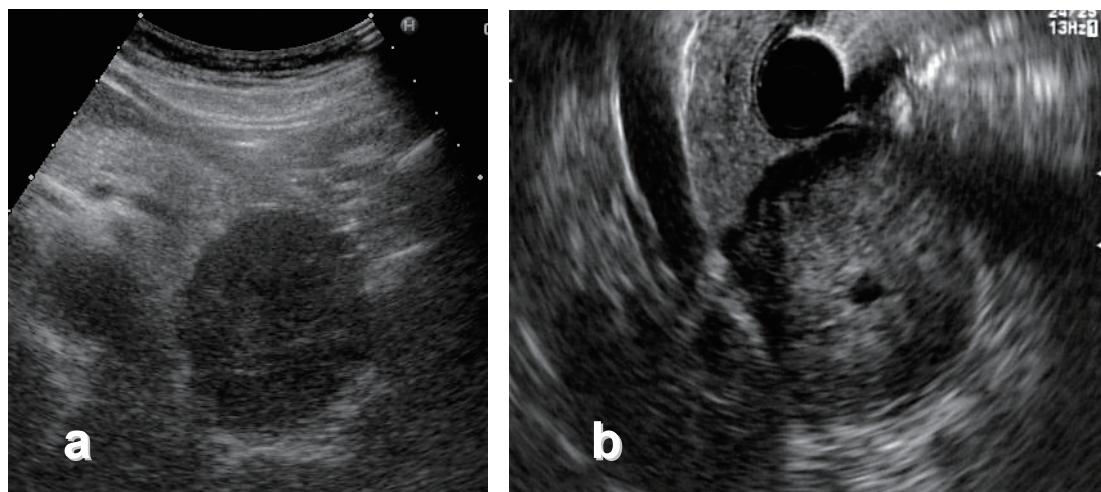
【浸潤性膵管癌 (invasive ductal carcinoma)】 経腹壁超音波検査 (US)
